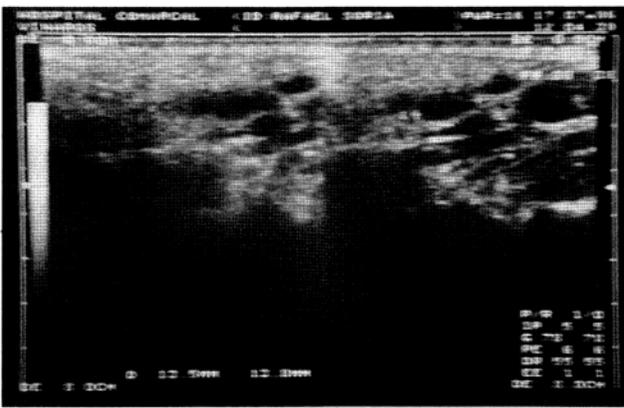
En la ecografía parotídea se aprecian varias lesiones hipocogénicas
